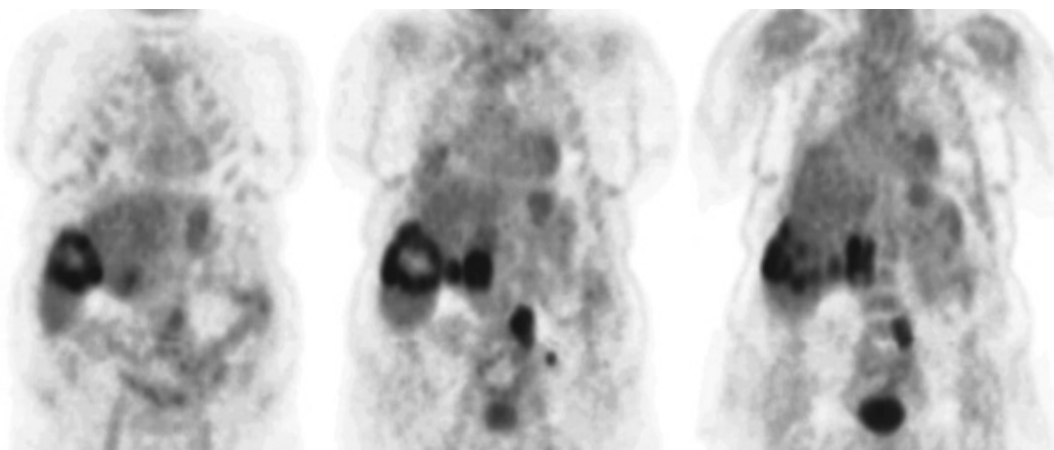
PET CT cu 18F FDG determină cancerul colorectal cu metastaze în oment, segmentul IV și SI hepatic.
